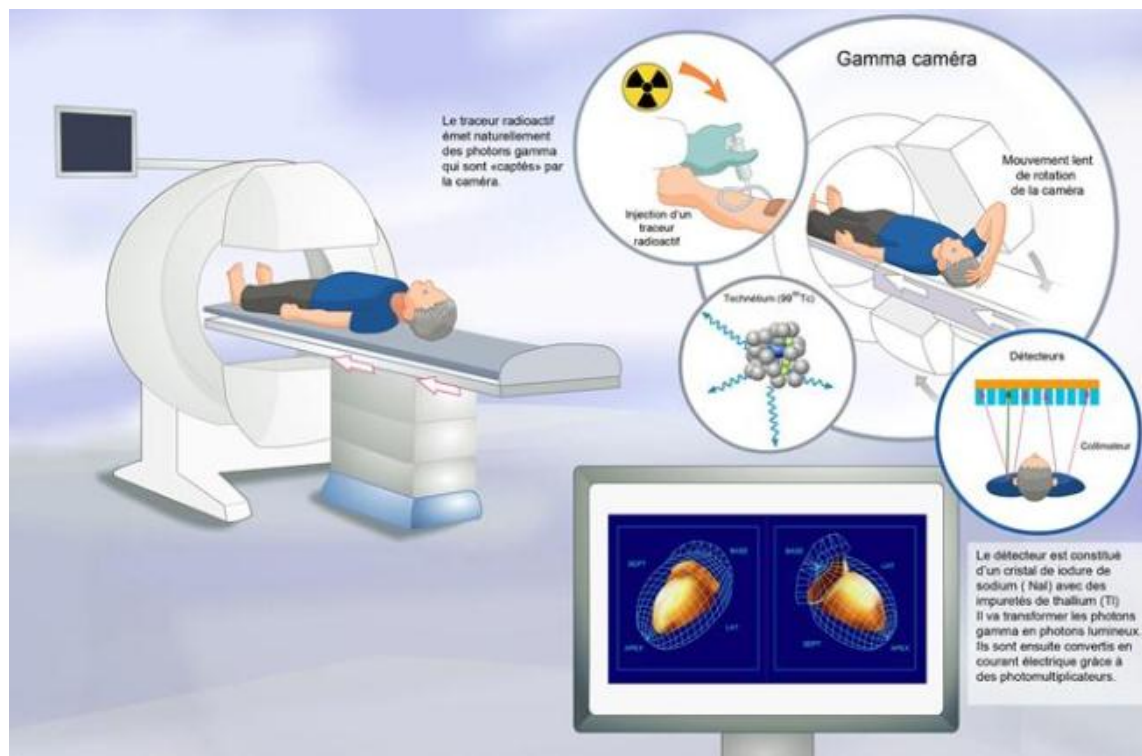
la scintigraphie [26]
